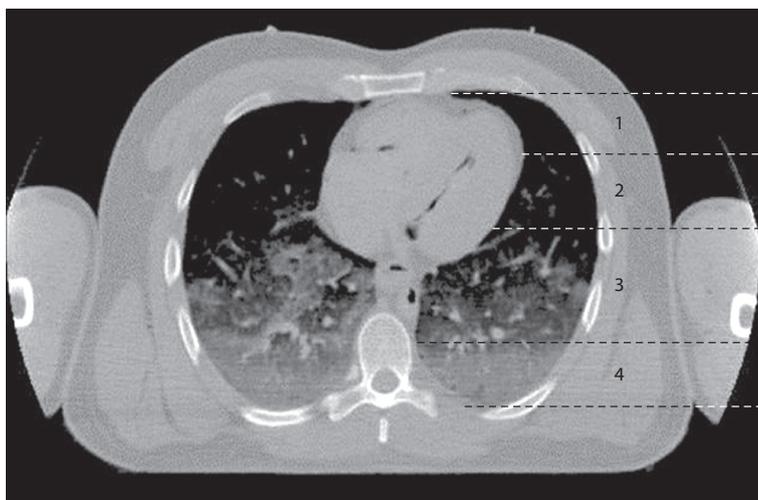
Компьютерная томограмма легких при ОРДС в условиях ИВЛ. 1 – зона перераздувания альвеол; 2 – здоровые альвеолы; 3 – зона нестабильных альвеол; 4 – зона коллабированных альвеол (по M.V.Amato et al., 1998 [79]).
